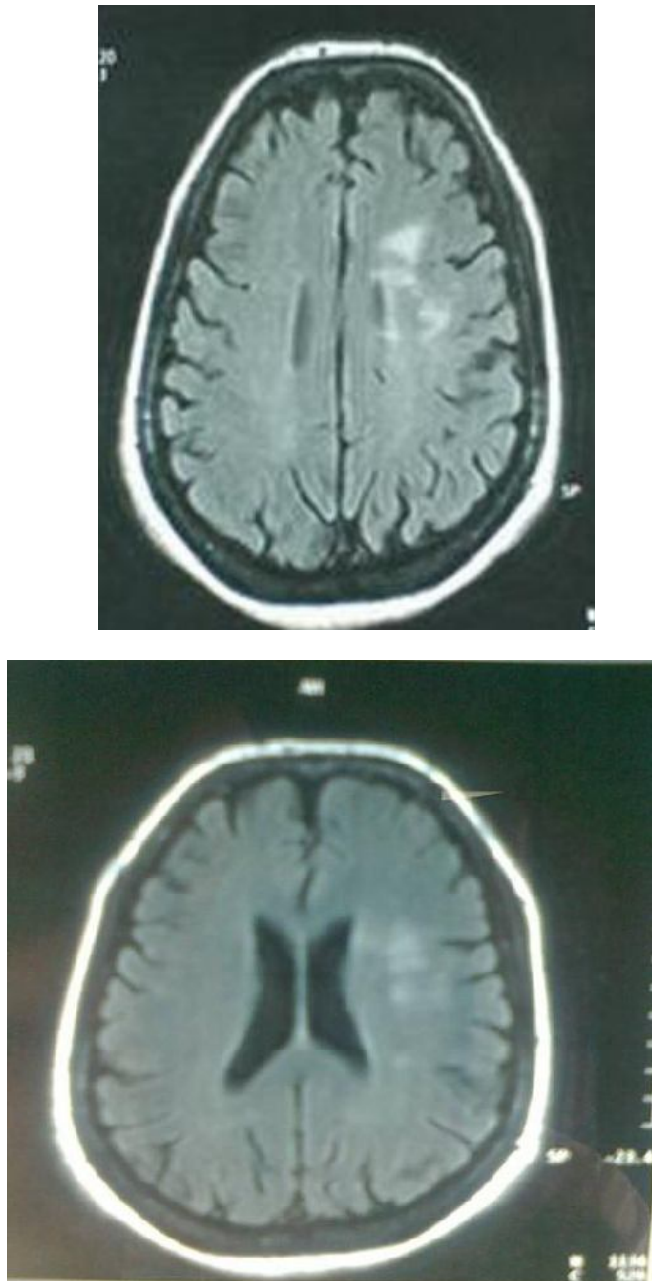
IRM cérébrale séquence T1 montrant une lésion du centre ovale gauche.
